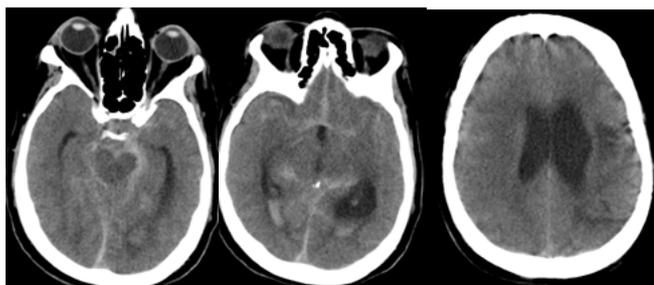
TAC de cráneo simple que muestra hemorragia subaracnoidea e infarto isquémico no reciente
